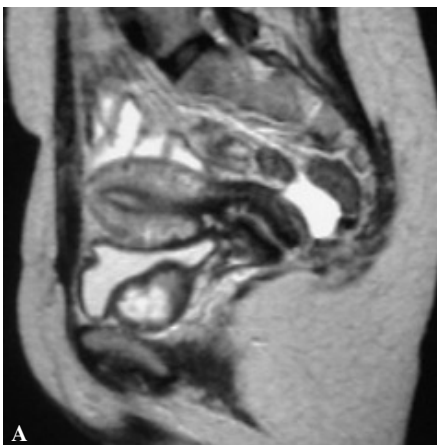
Imágenes de RM. A) Sagital SE T2. B) Axiales SE T2. C) SE T1 con gadolinio.
